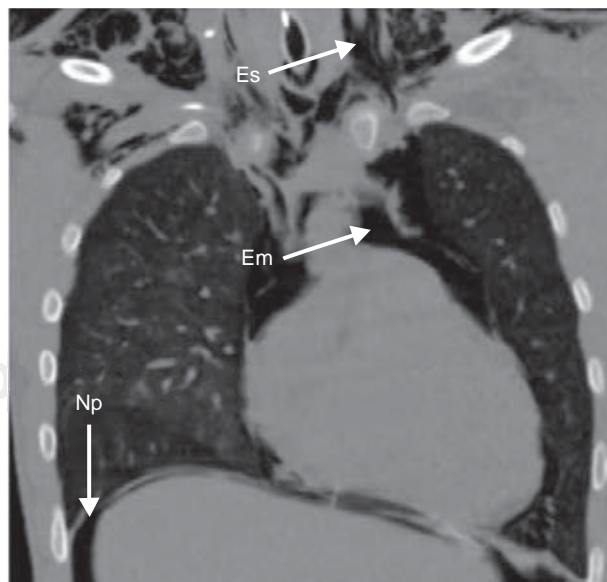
Tomografía de tórax, corte coronal donde se observan neumomediastino (Nm), neumopericardio (Np) y enfisema mediastinal (Em).
